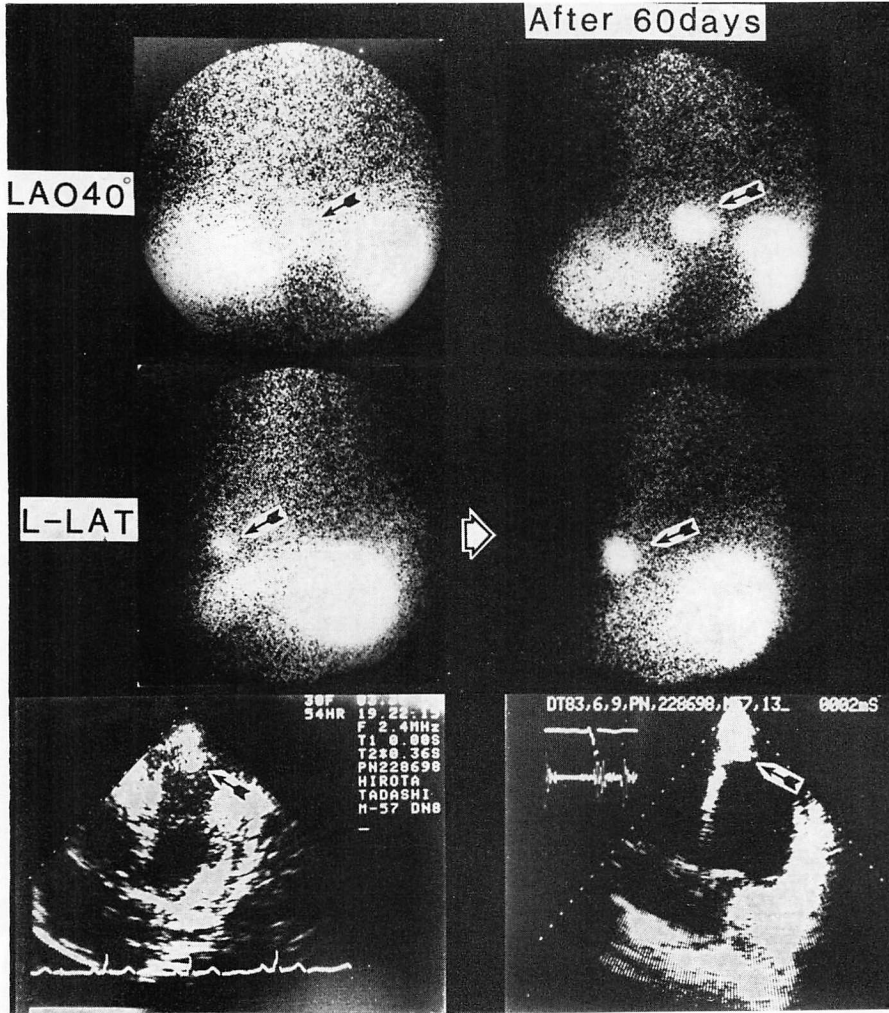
Scintigrams and two-dimensional echocardiograms in a patient with myocardial infarction.
